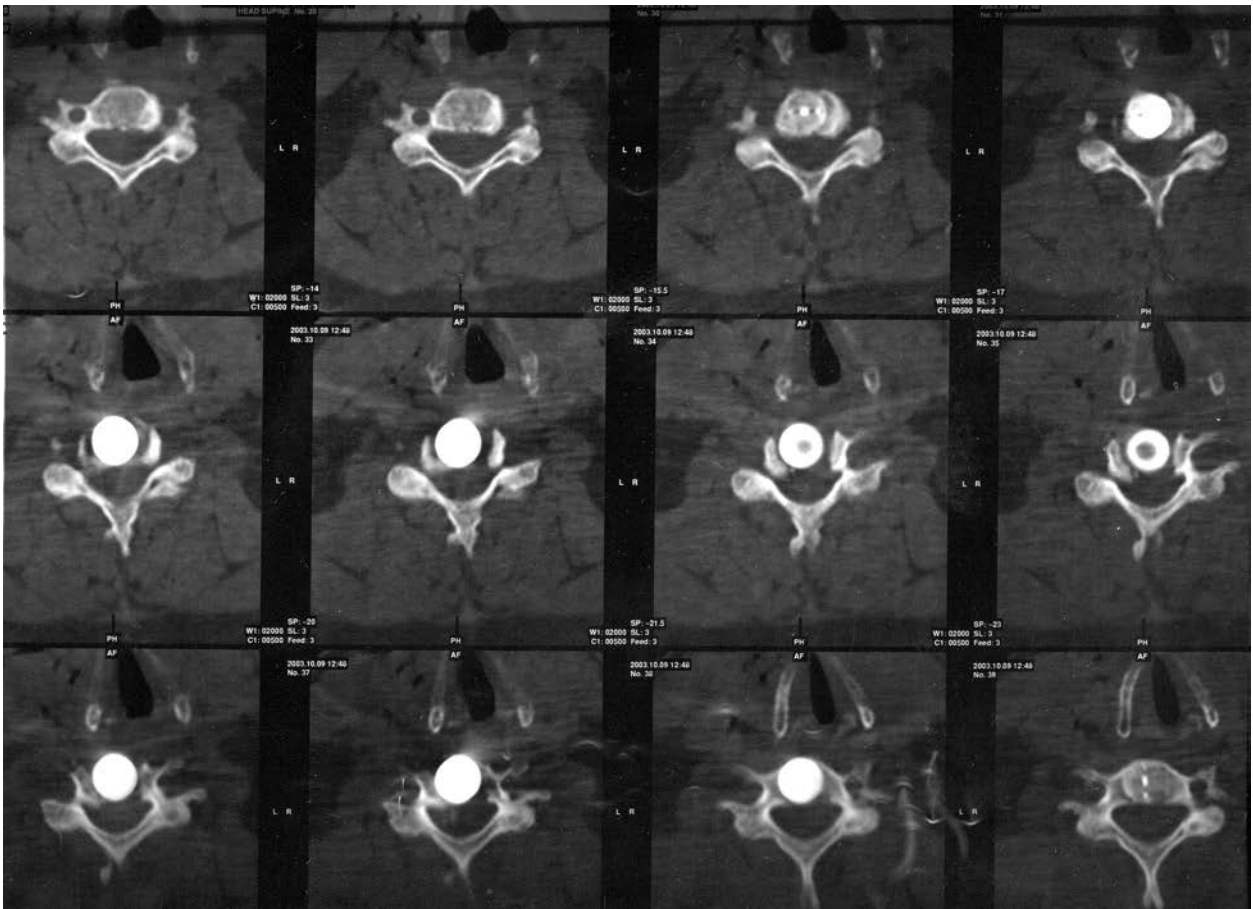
Спіральна КТ, аксіальні зрізи
